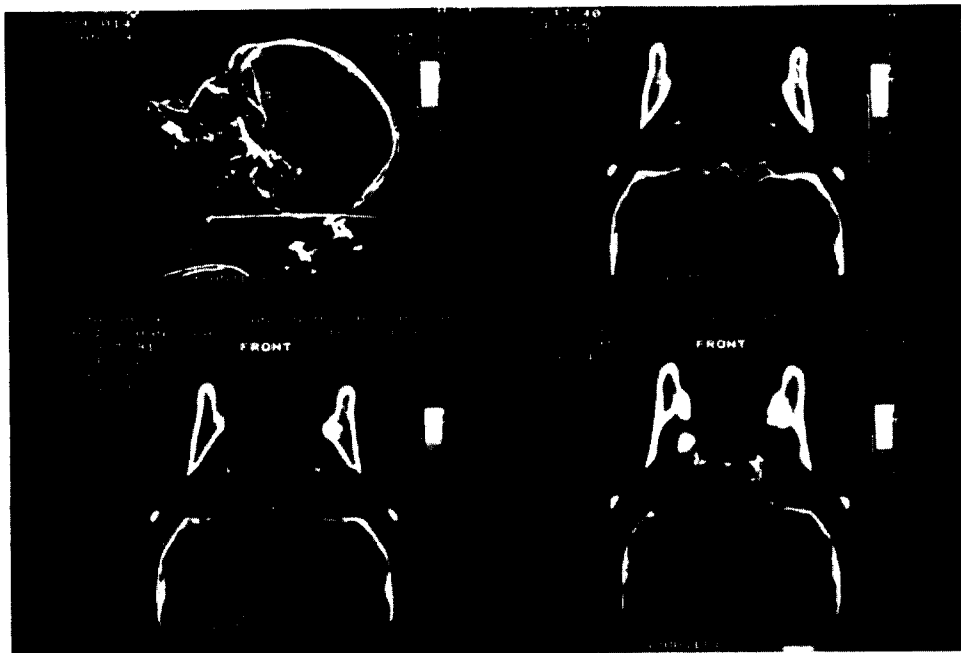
Coronal section in CT Scan
